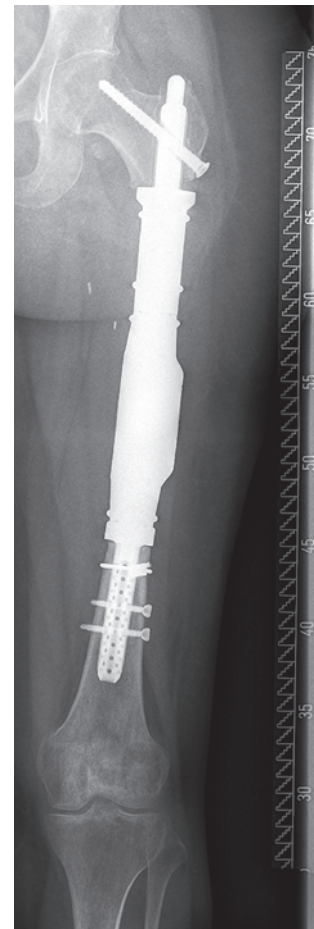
Röntgenbild Oberschenkel mit einliegendem Diaphysenimplantat
